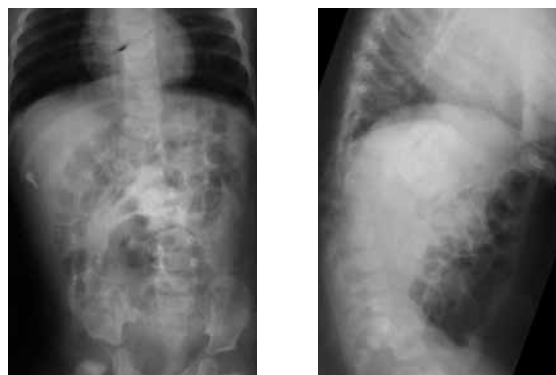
Рентгенограммы в возрасте 5 месяцев
